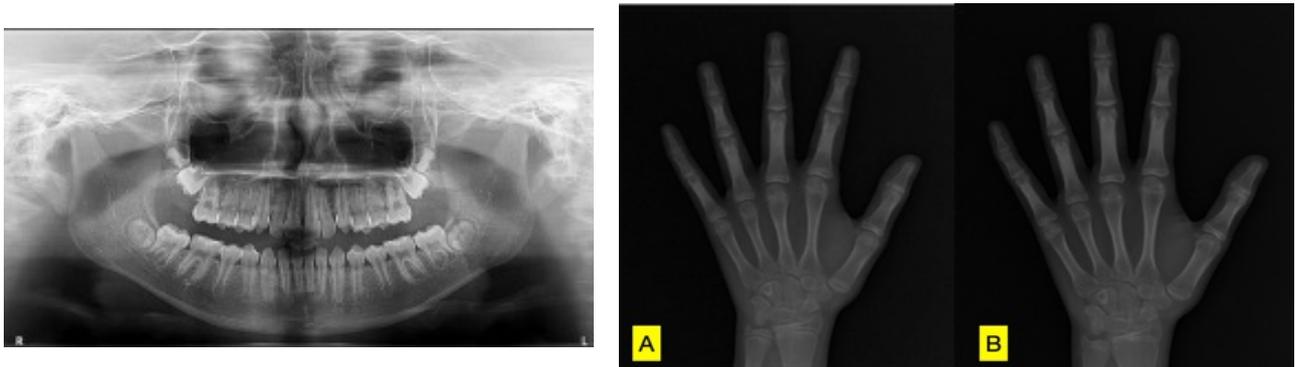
Panoramic radiograph (Pretreatment) (A)
